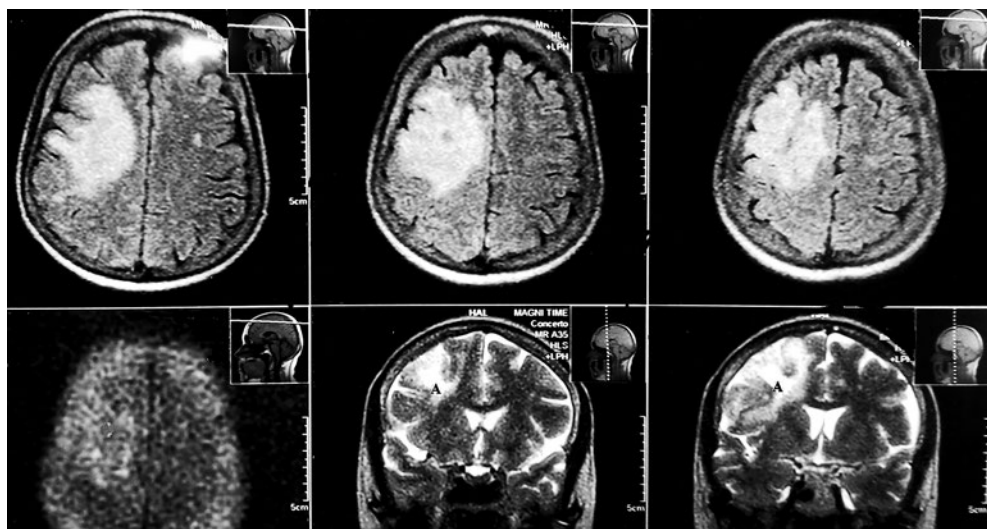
Предоперационная МРТ. (А) астроцитома правой премоторной области
